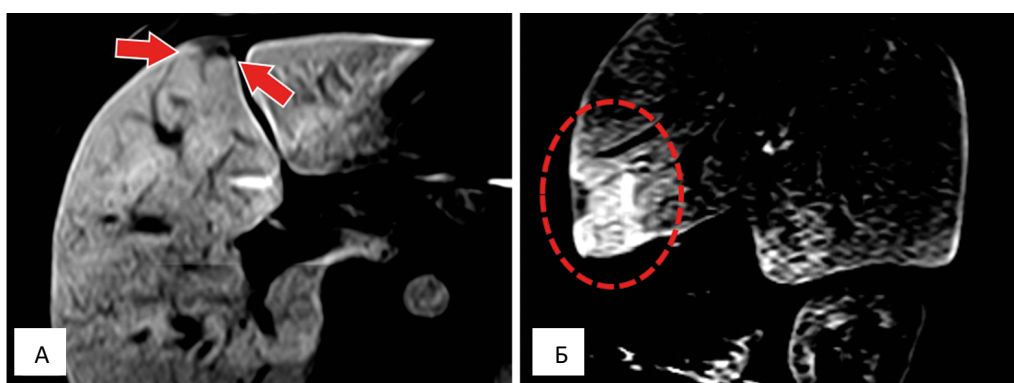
Фрагмент МР-томограммы печени, через 10 мин после введения гепатоспецифического контрастного вещества (А). На фоне гомогенного контрастирования паренхимы, в типичном месте, на передней поверхности IV сегмента определяется гипоинтенсивный участок неправильной треугольной формы с подводящей к нему ветвью портальной вены (красные стрелки). Сагиттальное изображение МР-томограммы (Б). Треугольной формы субкапсулярный участок снижения интенсивности сигнала и подводящий к нему сосуд (красный пунктирный овал). Локального накопления контрастного вещества не было выявлено (иллюстрацию не приводим)
